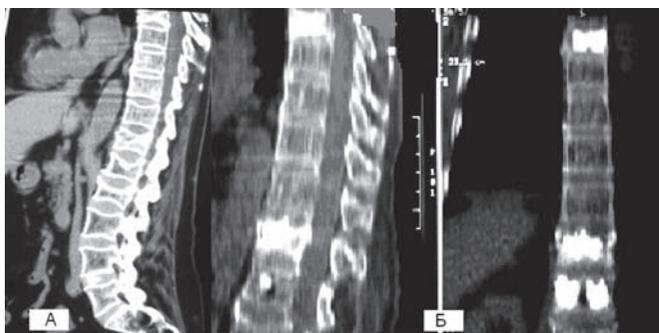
Компьютерная томограмма пациентки Ф., 71 года, с компрессионными переломами позвонков Th7, Th12, L1 на фоне остеопороза: а) в сагиттальной реформации до операции, б) во фронтальной и сагиттальной реформациях после операции пункционной вертебропластики.
